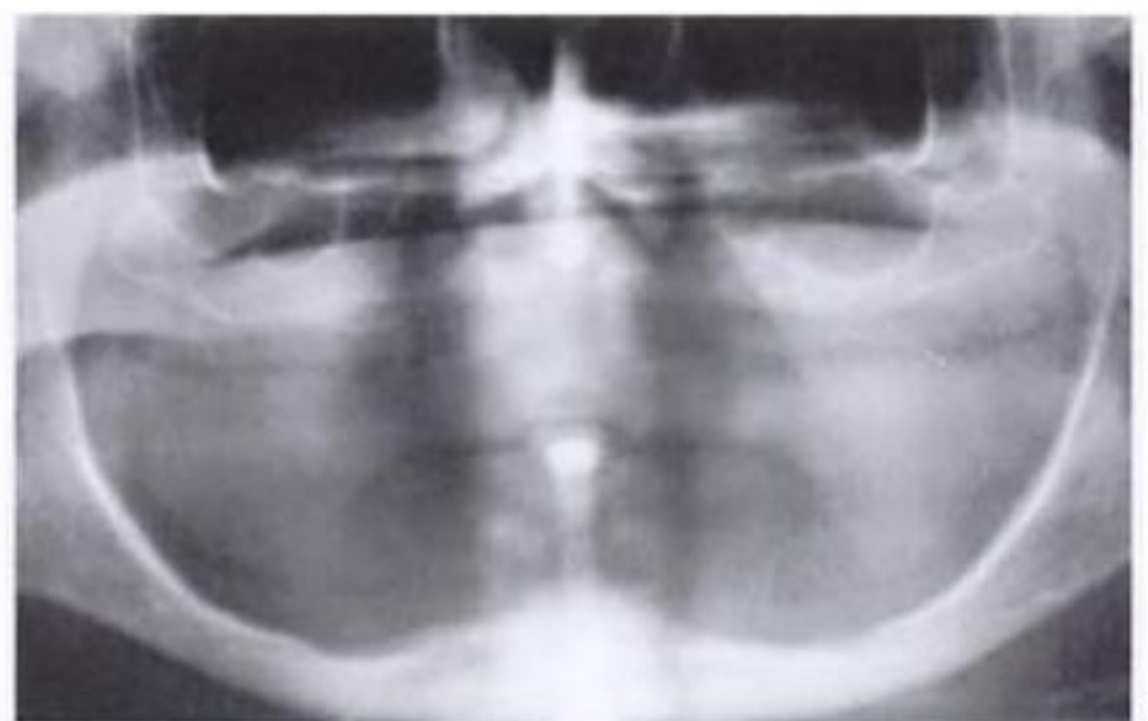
Grave reabsorción vertical: a) se evidencia la desaparición del surco vestibular inferior y lingual; b) la radiografía panorámica evidencia la considerable reabsorción ósea mandibular.
